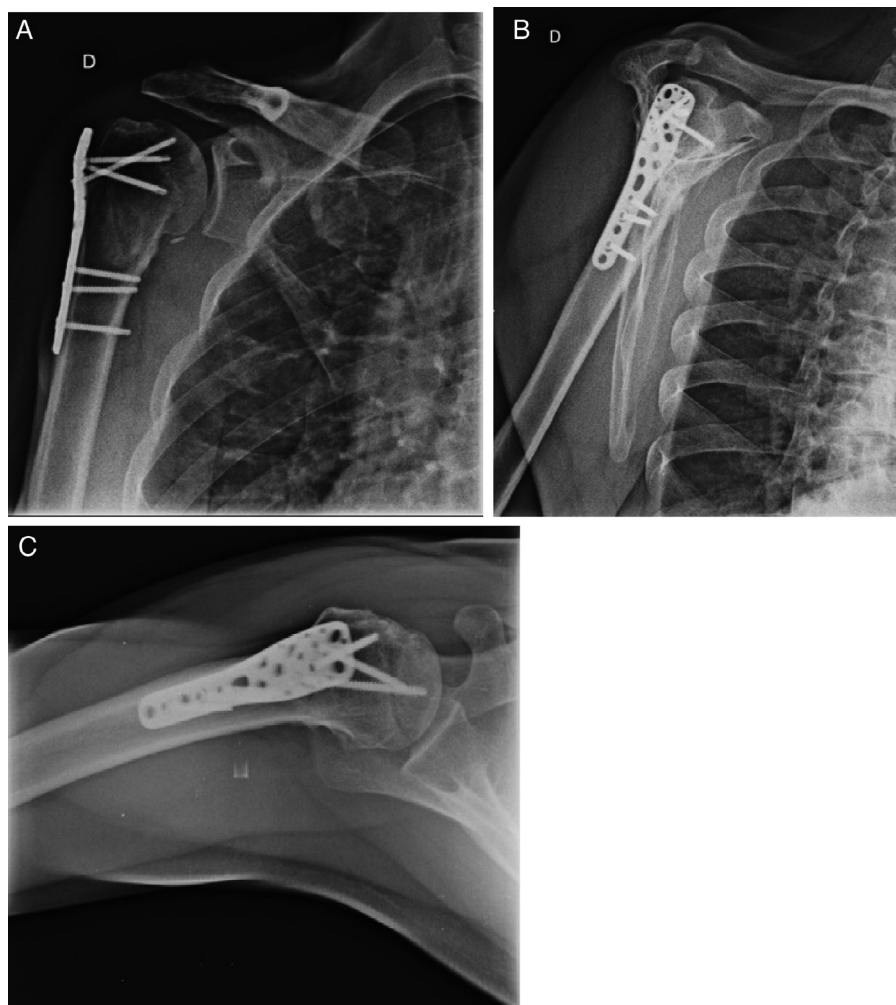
A, radiografia em incidência anteroposterior evidencia fratura consolidada tratada com fixação com placa bloqueada; B, radiografia em incidência de perfil evidencia fratura consolidada tratada com fixação com placa bloqueada; C, radiografia em incidência axial evidencia fratura consolidada tratada com fixação com placa bloqueada.
